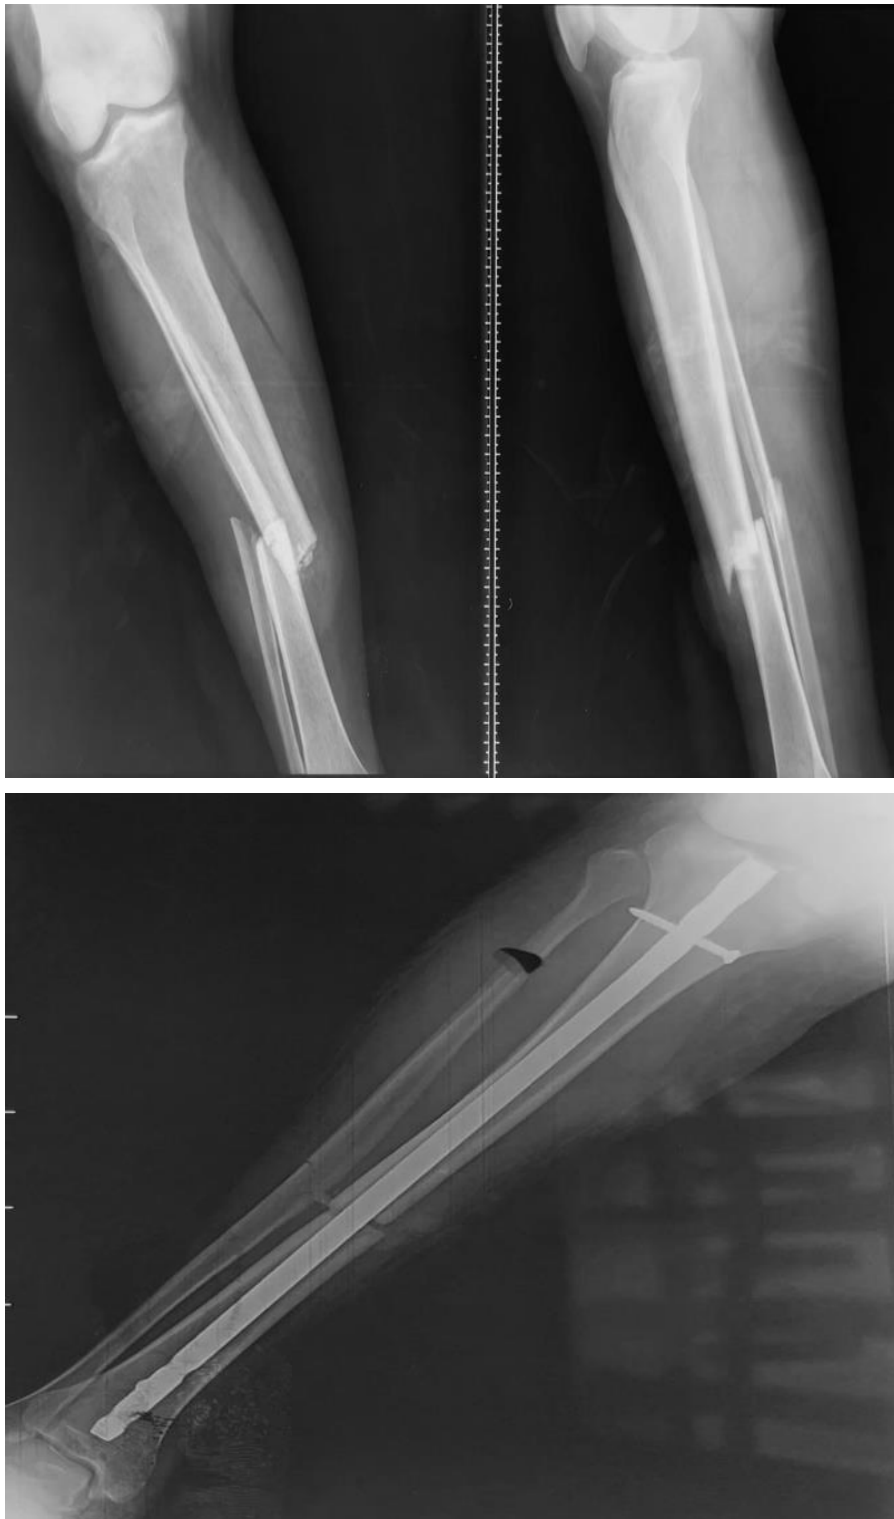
Patient de 21 ans présentant une fracture ouverte de jambe de type I selon Gustilo et Anderson : radiographies préopératoires et postopératoires immédiates (I0) de la jambe.
